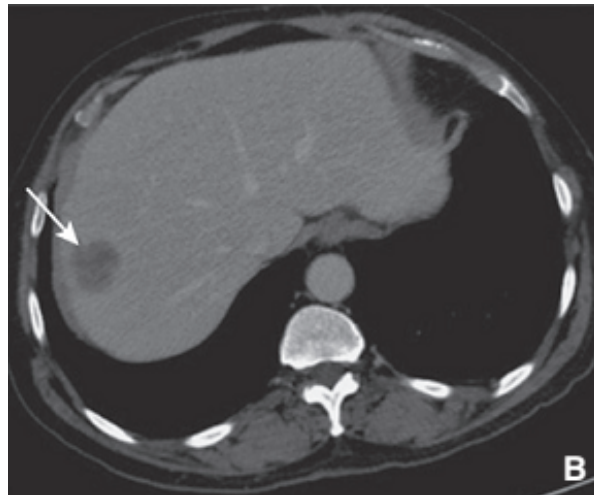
Métastase hépatique hypodense d'un cancer colique sur une TDM [5]
